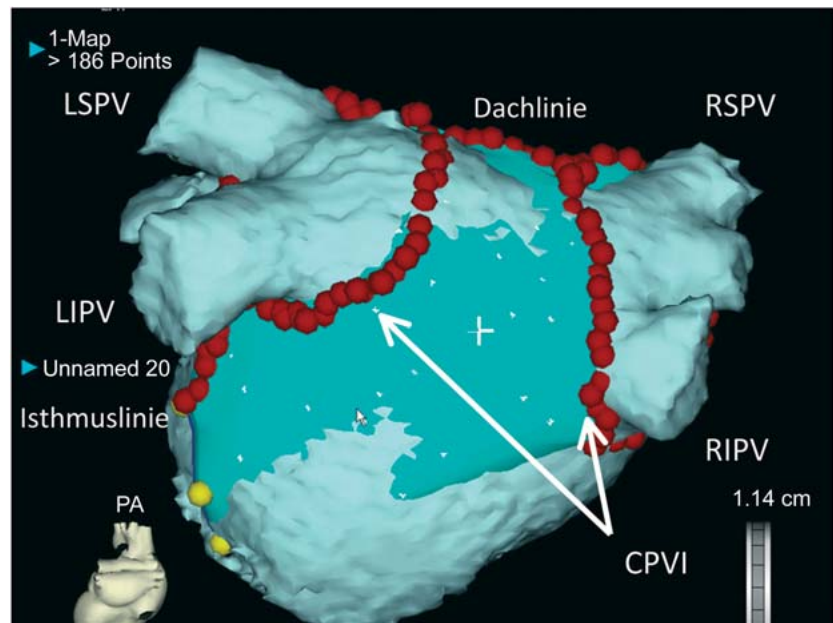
Posterior-anteriore Ansicht des linken Vorhofs nach Ablation eines Patienten mit paroxysmalem Vorhofflimmern mit Hilfe des EnSite NavX-Systems. Die Ablation erfolgte hierbei vollständig im computertomographisch erstellten 3D-Modell des linken Vorhofs, welches in das Mapping-System integriert wurde. Die roten Punkte visualisieren die Ablationsorte. Im Bereich der rosafarbenen Punkte erfolgte eine Energiereduktion entsprechend der Temperaturentwicklung im Ösophagus zur Vermeidung von ösophagealen Läsionen.
